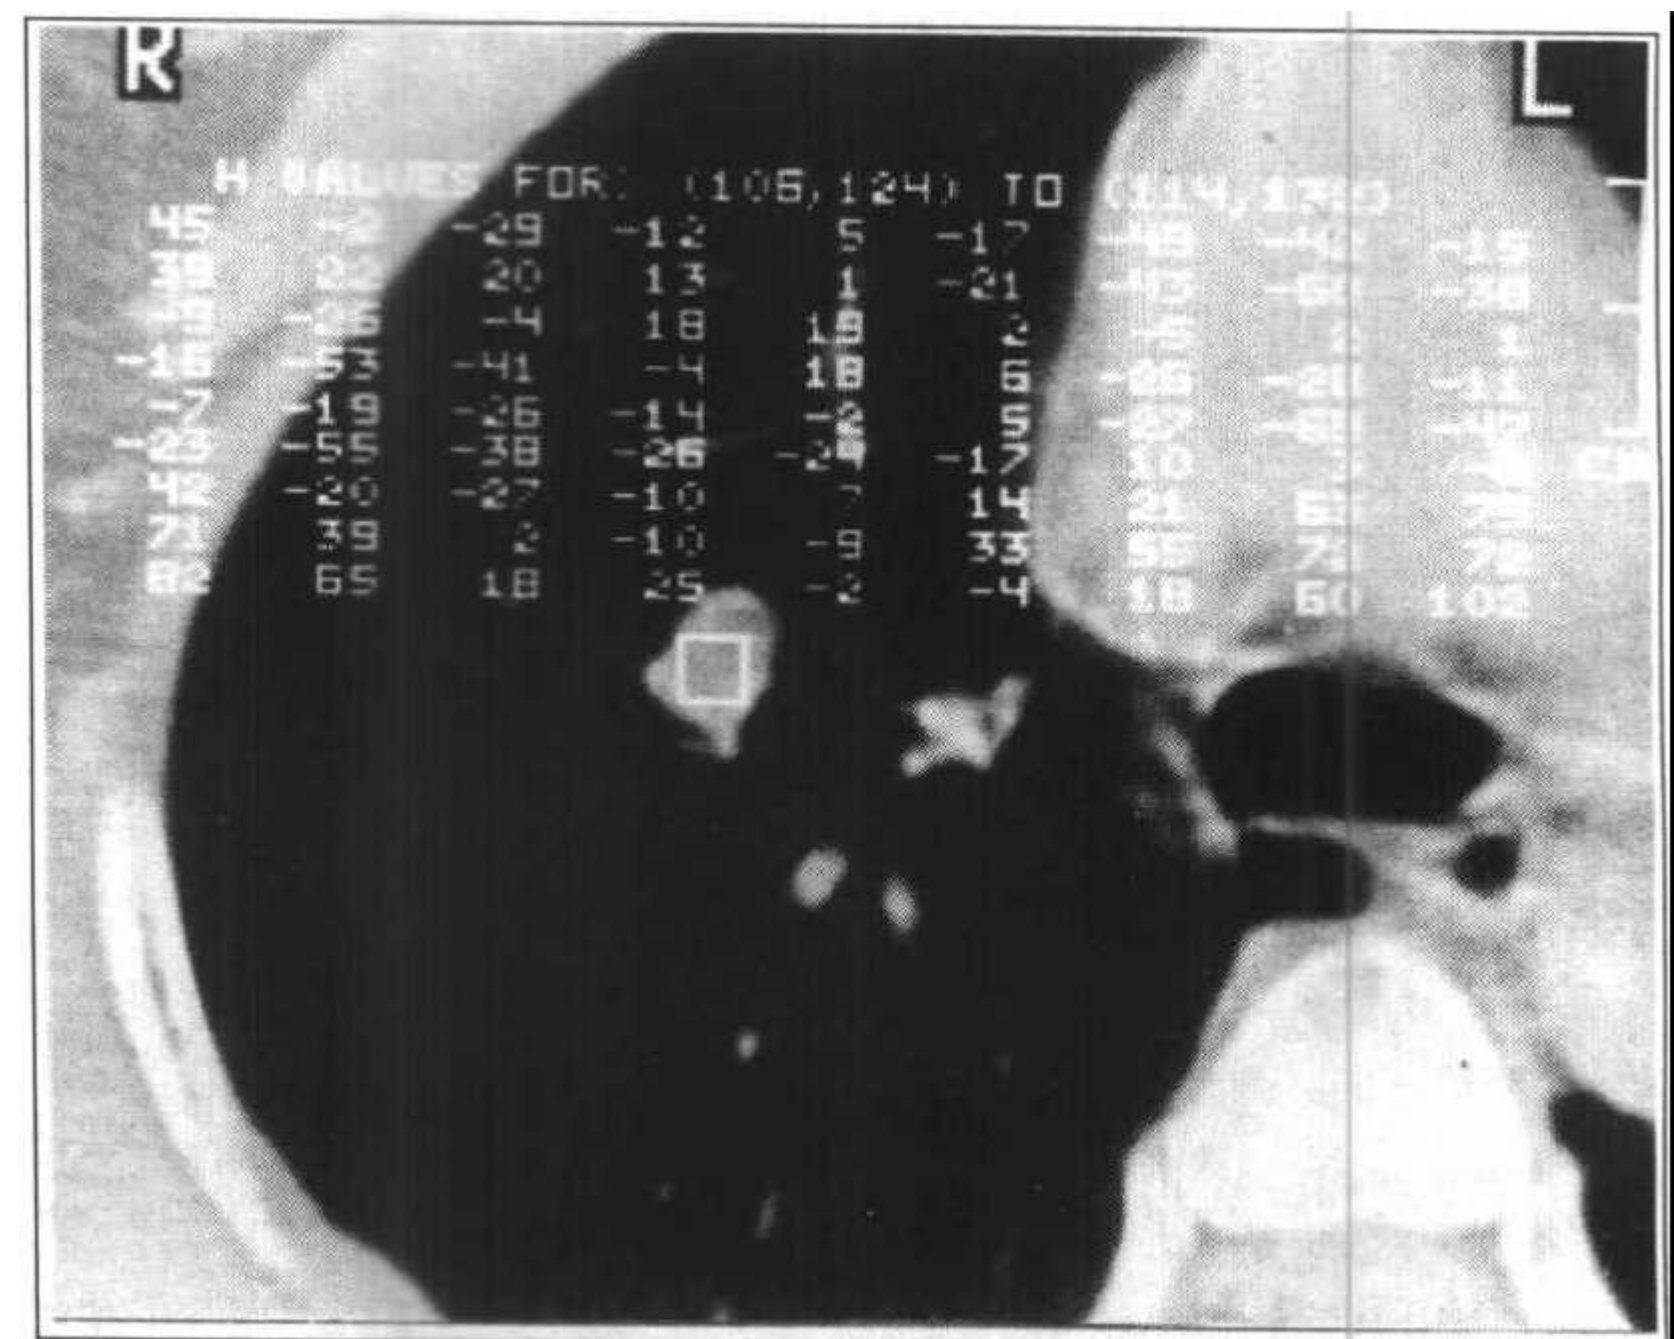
右肺错构瘤，病灶密度较低，病灶最低 CT 值为 -69HU
